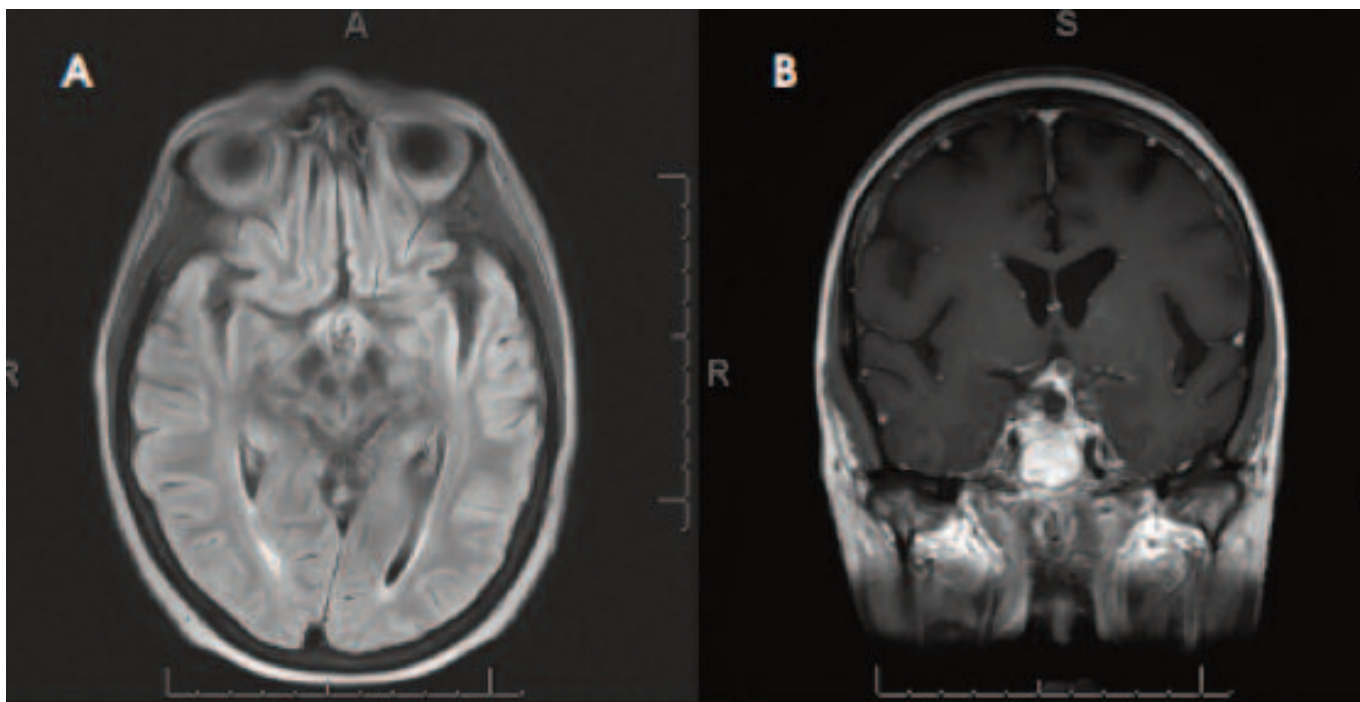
На МРТ через 3 месяца: FLAIR изображение в аксиальной проекции демонстрирует значительное улучшение с почти полным исчезновением отека в зрительных трактах.
